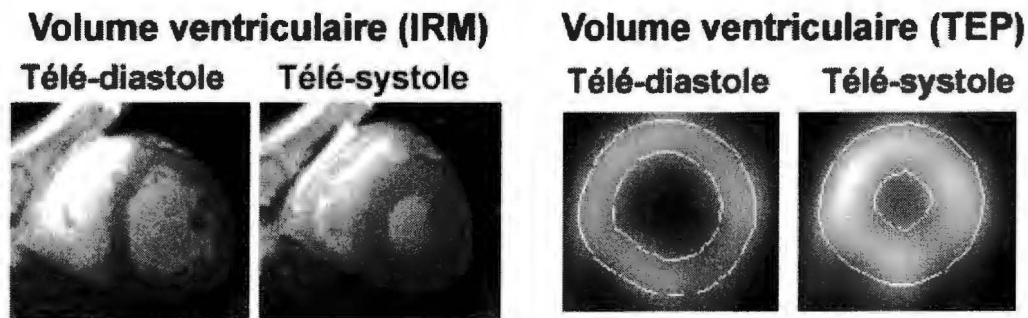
Image IRM modifiée : [http://www.leedscmr.org/\\_scmr2001tb2.htm](http://www.leedscmr.org/_scmr2001tb2.htm)
